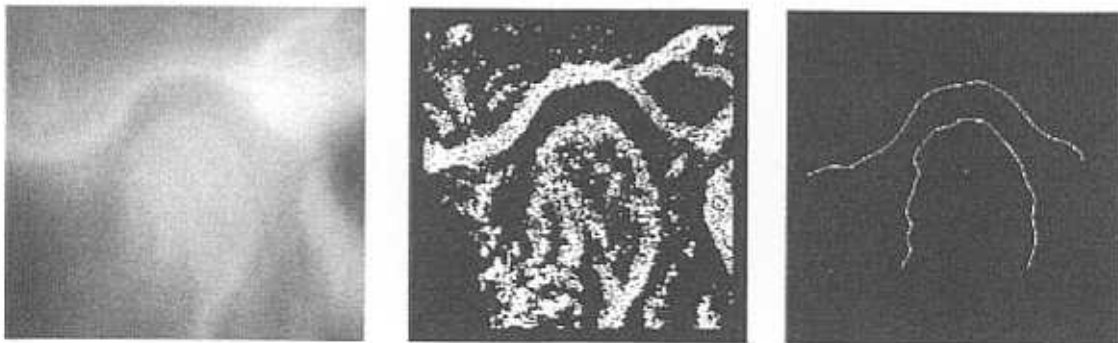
Digitalización, binarización y determinación de los perfiles de una tomografía
